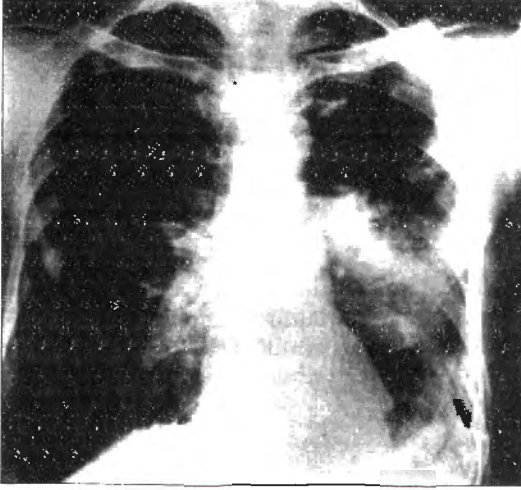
Sağda küçük ve büyük fissür içinde sıvı birikimi (Fantom tümör) P-A akciğer grafisi.
